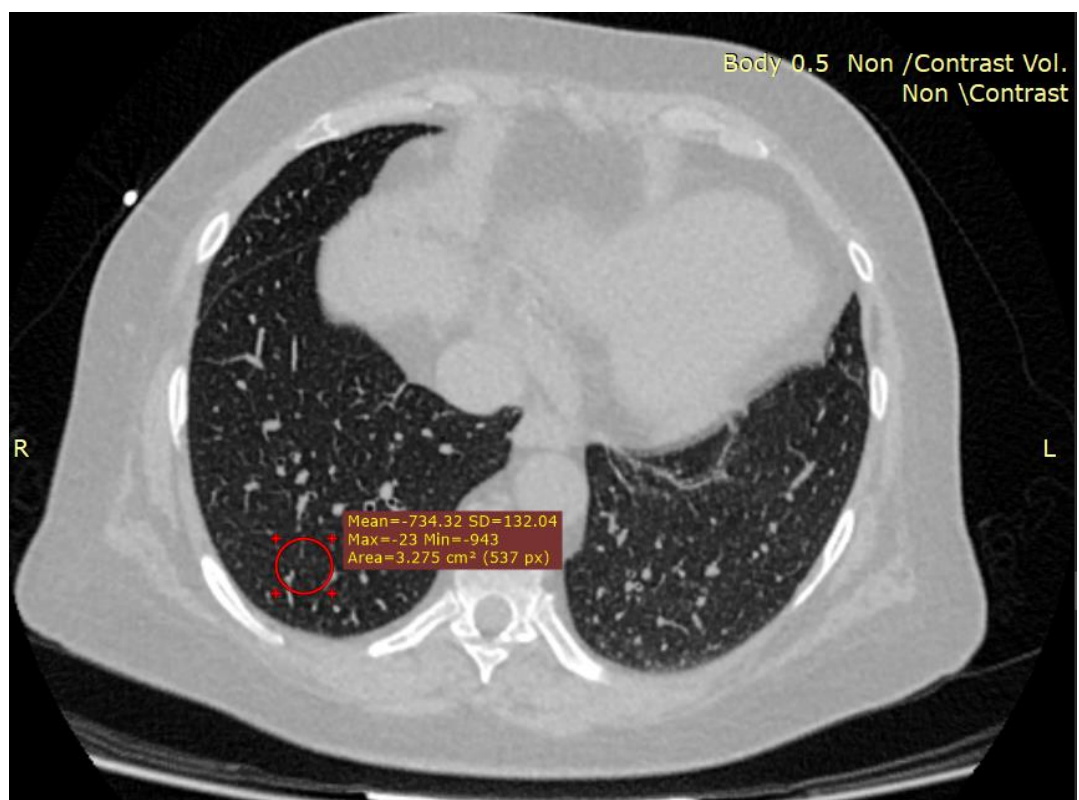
Снимок компьютерной томографии с обозначением HU при выписке
